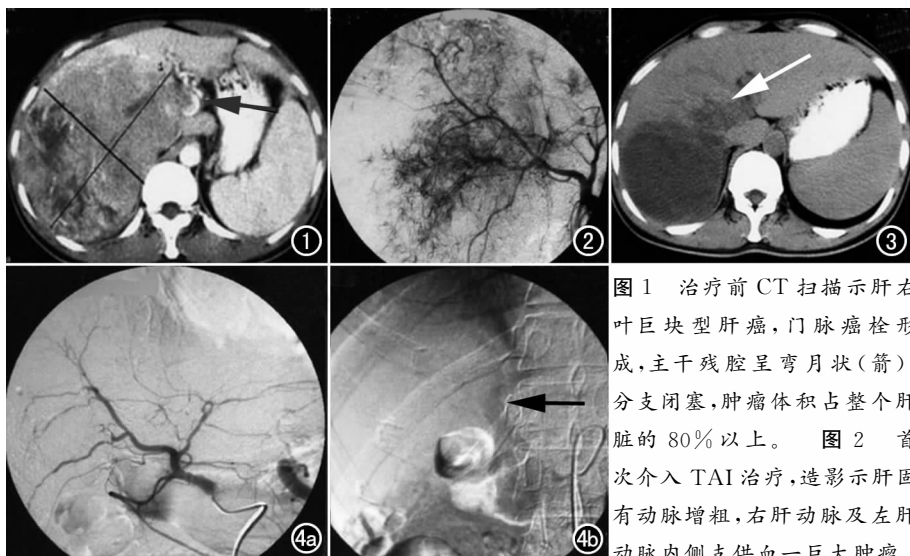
治疗前 CT 扫描示肝右叶巨块型肝癌, 门脉癌栓形成, 主干残腔呈弯月状 (箭), 分支闭塞, 肿瘤体积占整个肝脏的 80% 以上。图 2 首次介入 TAI 治疗, 造影示肝固有动脉增粗, 右肝动脉及左肝动脉内侧支供血一巨大肿瘤
